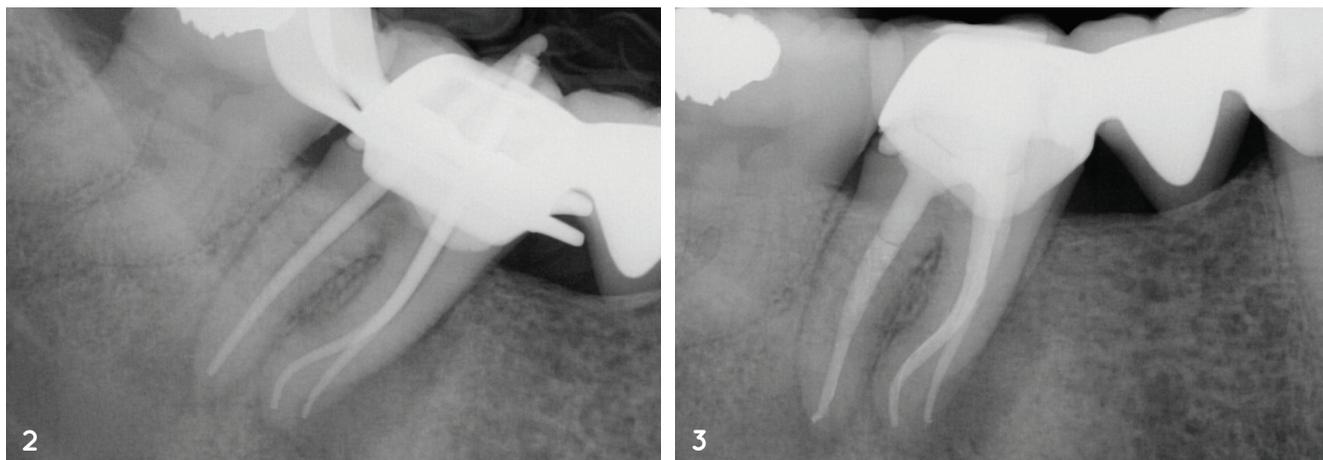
Die Eingangsaufnahme. Abb. 2: Die röntgenologische Messaufnahme nach Abschluss der Aufbereitung. Abb. 3: Kontrolle nach Wurzelfüllung.
